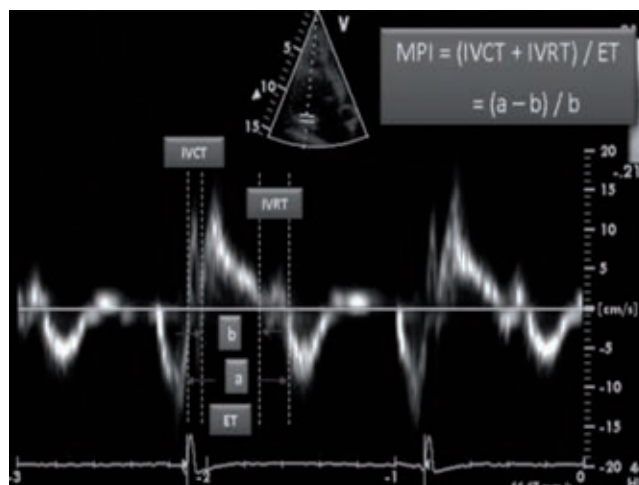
Measurement of myocardial performance index (MPI) using tissue Doppler imaging.²⁴ ET – ejection time; IVCT – isovolumic contraction time; IVRT – isovolumic relaxation time.
